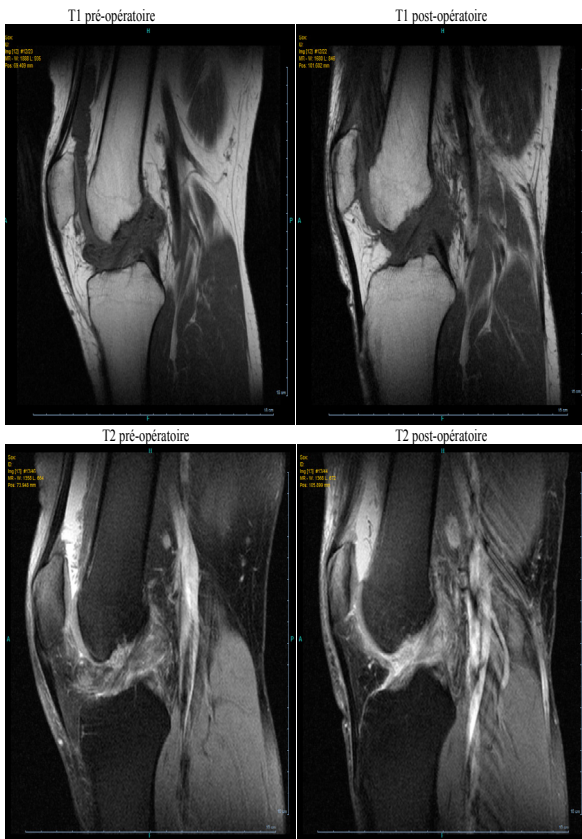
IRM pré- et post-opératoire chez notre patient. Lésions hypointenses T1 et T2 préopératoires correspondant aux lésions. Remaniements importants sur les images postopératoires au même niveau.
